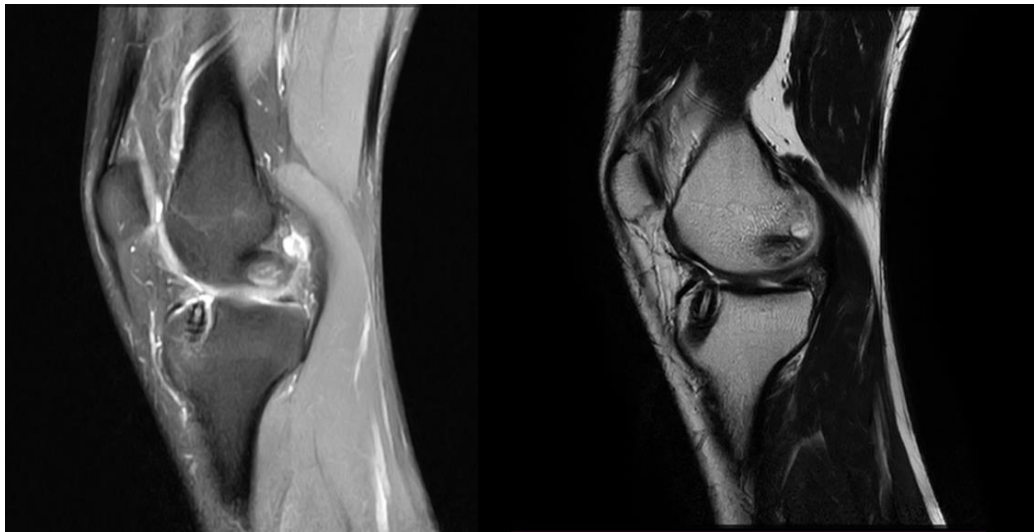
MRI image of an incorrectly performed primary ACL repair*.
